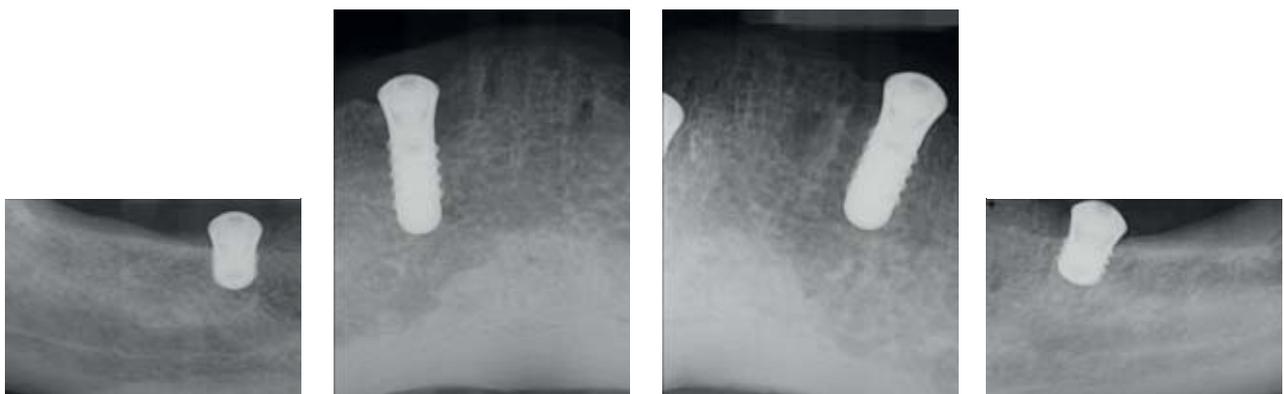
Röntgenbilder nach der Implantatoperation, Unterkiefer
